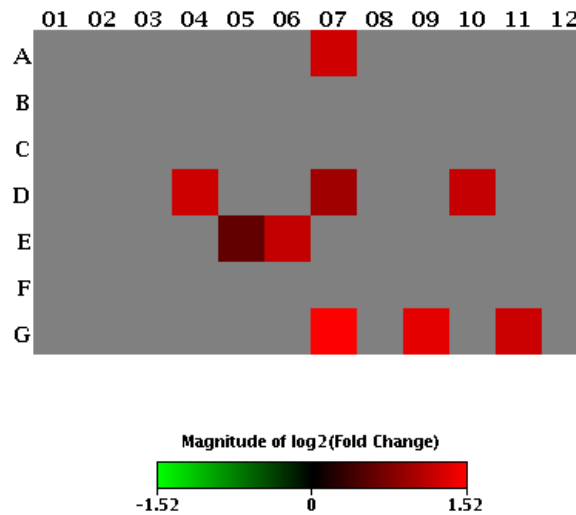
Mapa de calor da expressão gênica da resposta imune do GC- *versus* GC+, de CT de queratinócitos (n=10).
